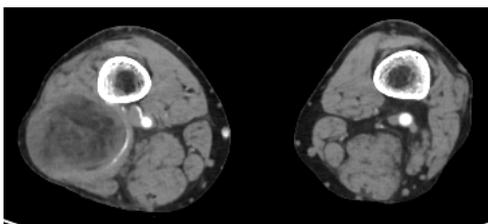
TC con MDC sul piano assiale di un liposarcoma
